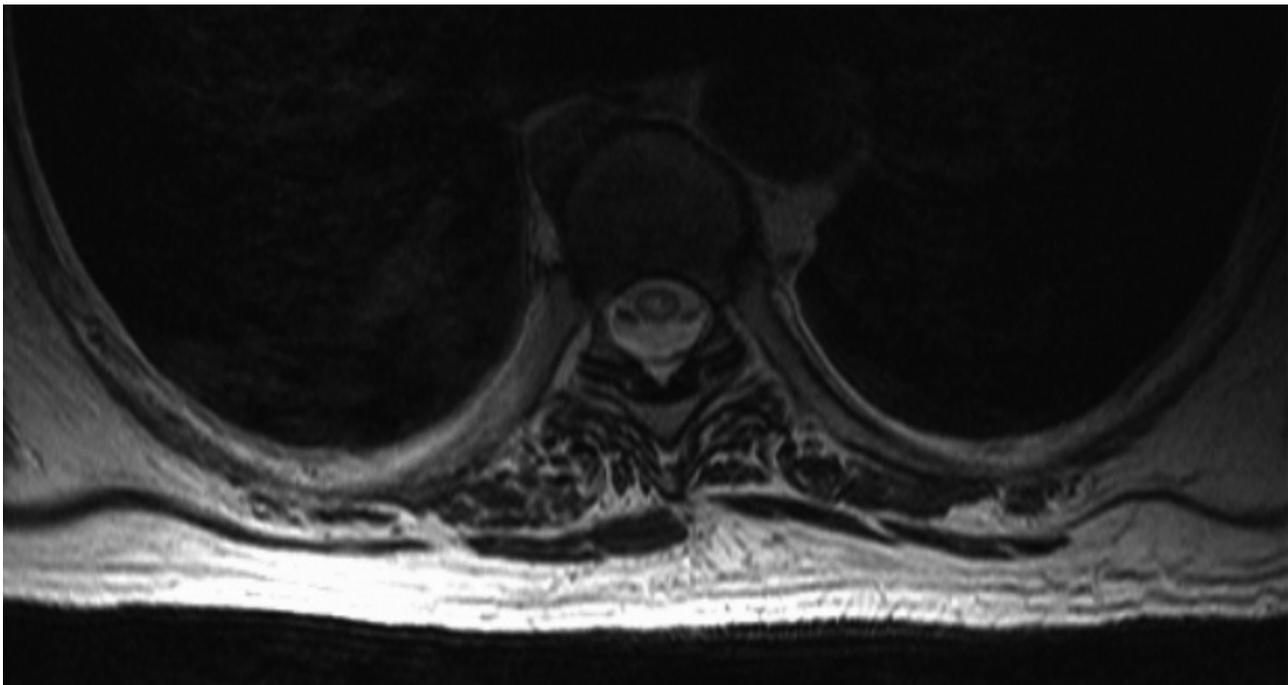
RM-Medular (T2) ao nível de D7 mostra envolvimento medular transversal superior a 2/3
